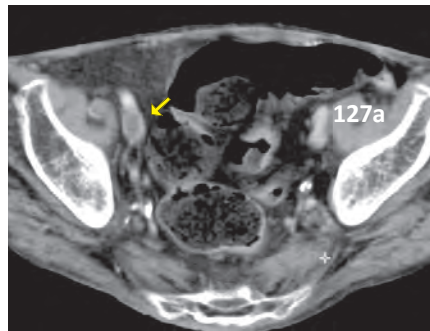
TC: mancata opacizzazione del lume venoso
